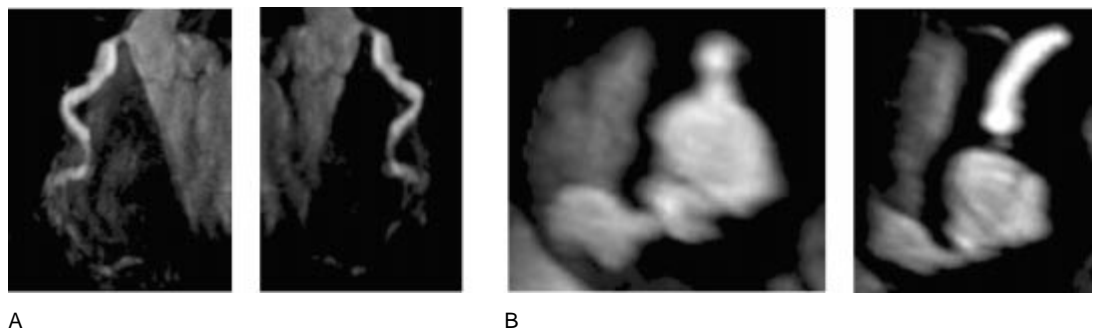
Angiorresonancia coronaria. A. Se visualiza coronaria derecha con estenosis ostial y aspecto aneurismático del trayecto. B. Imagen en plano axial en la que se confirma afección coronaria.
